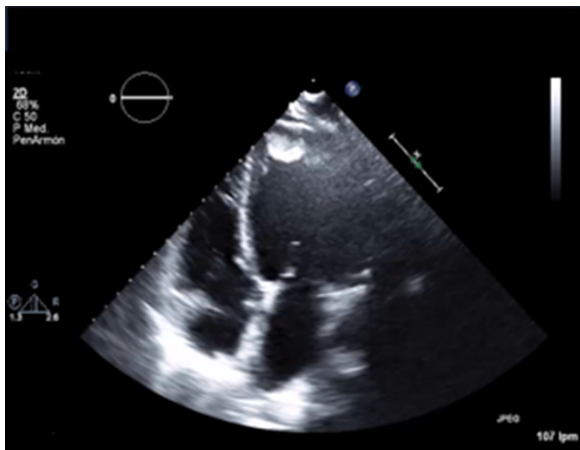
Ecocardiograma realizado en urgencias. Muestra la dilatación del ventrículo izquierdo así como trombo intraventricular.
